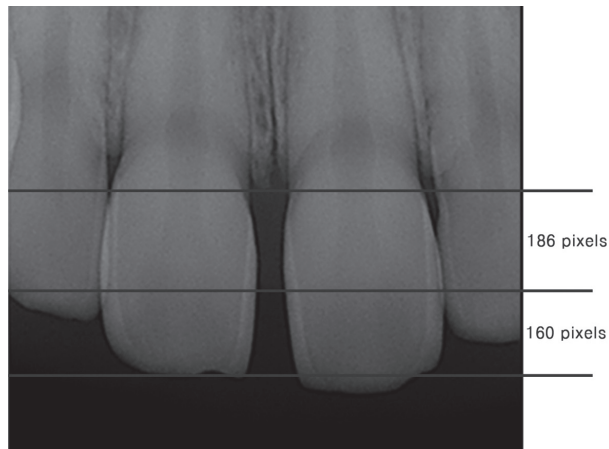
The length measurements on radiograph.
